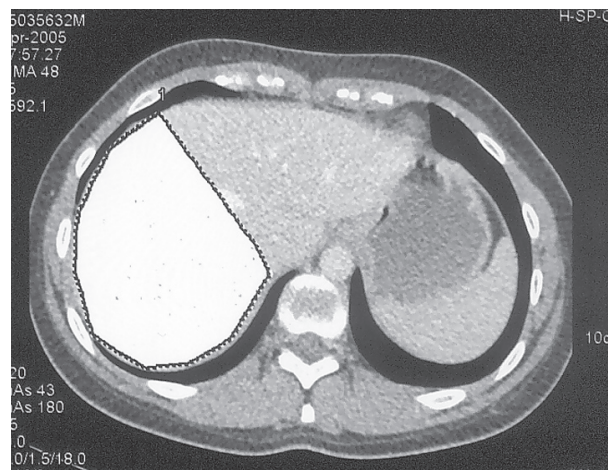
CT hépatique étudiant le volume du lobe hépatique droit..
